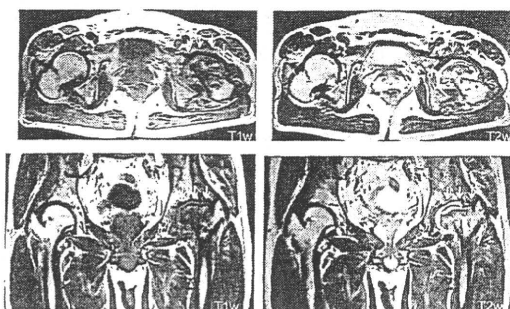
MRI.左大腿骨頭のT1 low, T2 high intensity areaを認める
